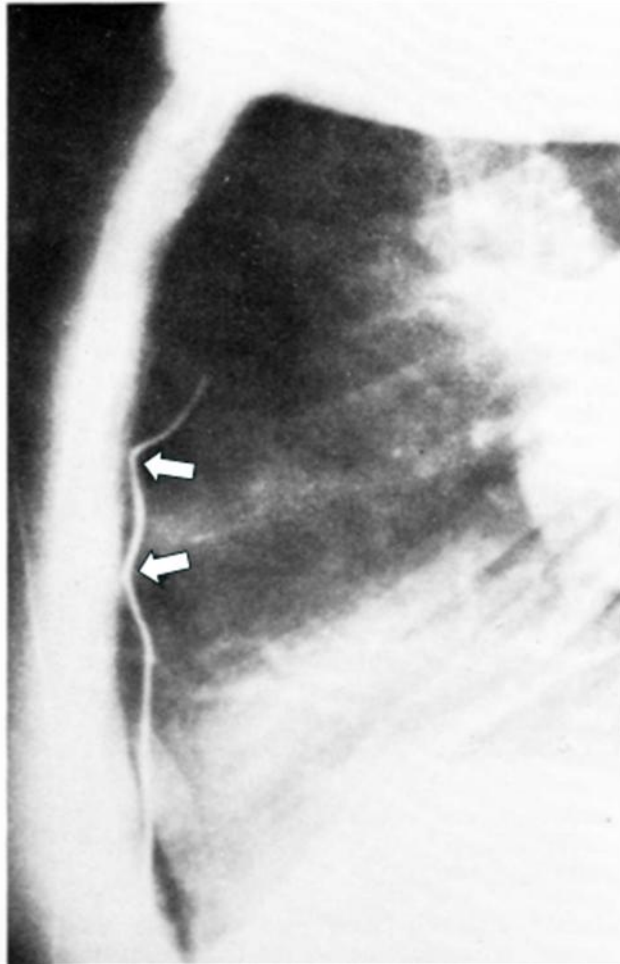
103. Radiografía PA y lateral de tórax que demuestran un tubo torácico atrapado por suturas esternales (flechas).
